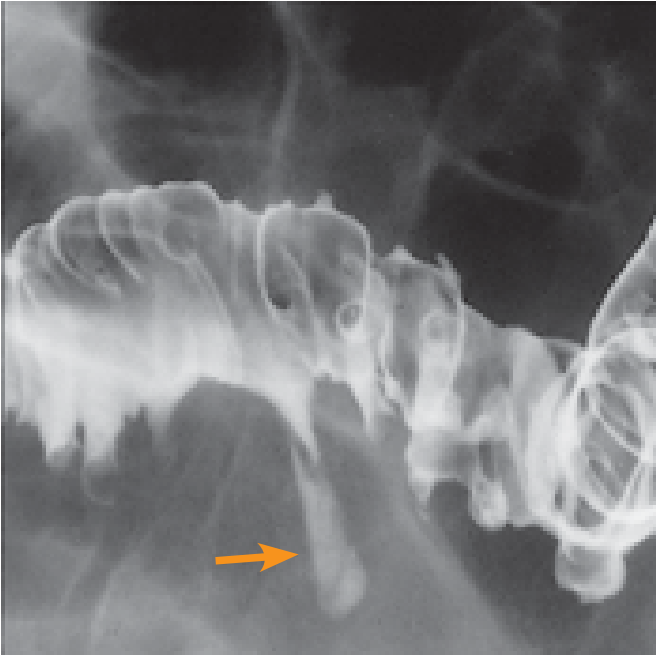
Röntgendarstellung einer unvollständigen Fistel (Pfeil) im Rahmen einer Divertikulitis.
